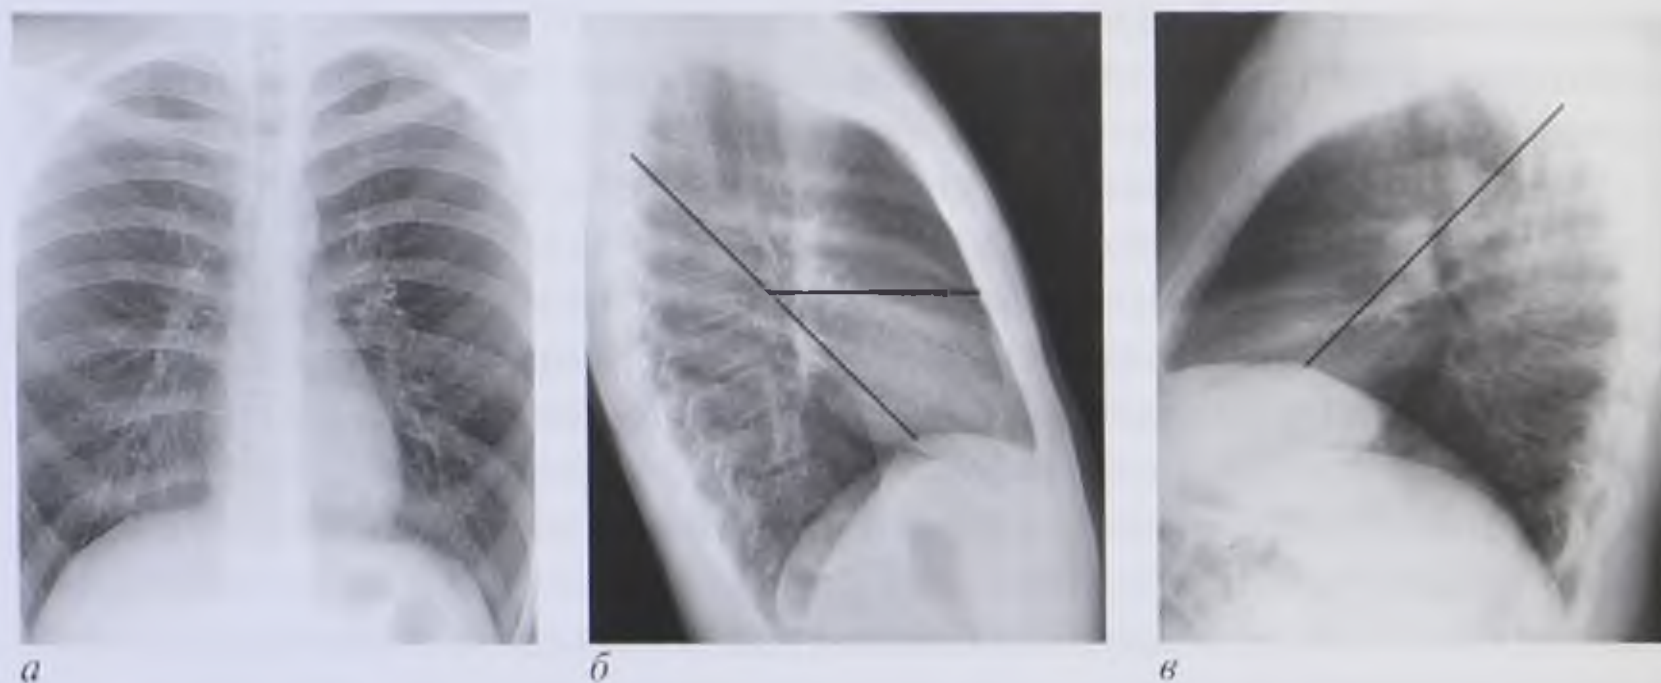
Рентгенограммы груди в прямой (*а*), правой (*б*) и левой (*в*) боковых проекциях с обозначением междолевых щелей
